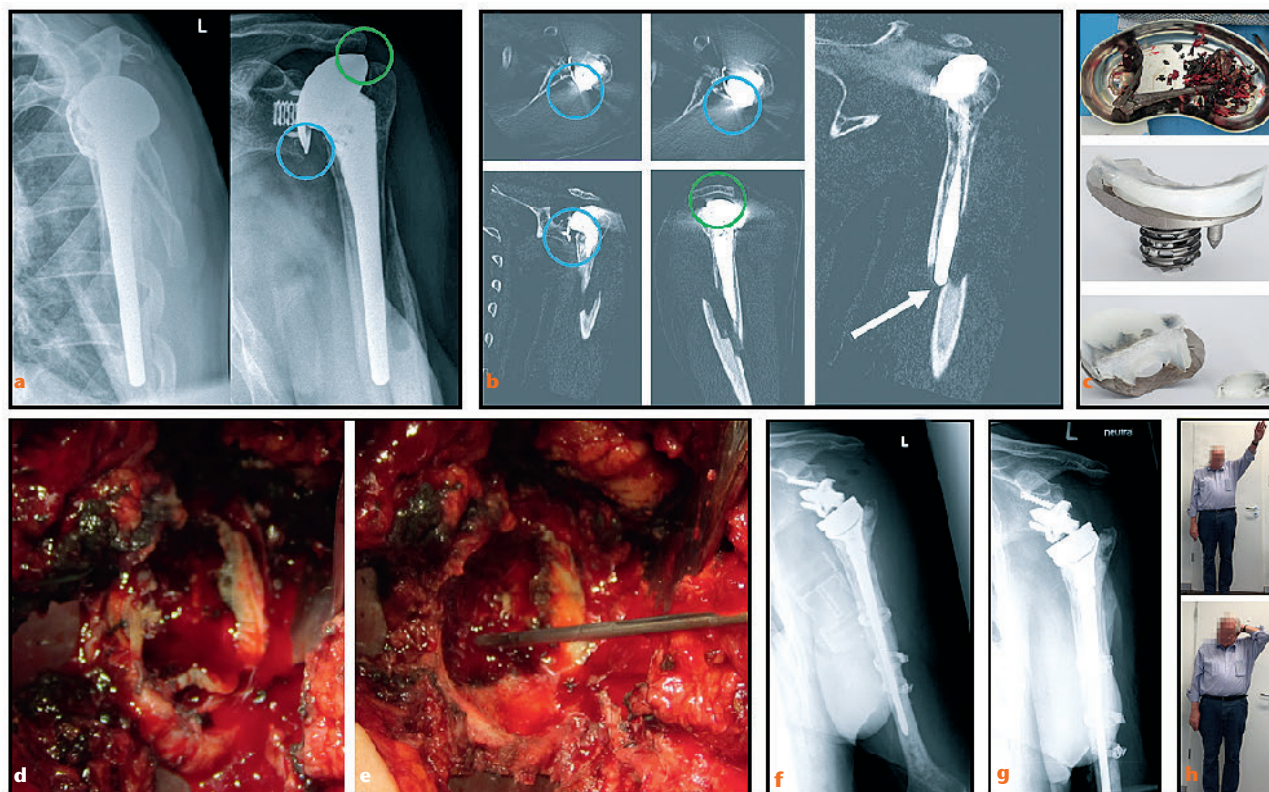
Dies ist der Fall eines 76-jährigen Mannes, der nach einem Sturz auf den linken Arm eine periprothetische Fraktur erlitt (a Röntgen outlet und Axial, b CT axial, sagittal und frontal); 8 Jahre zuvor war bei ihm eine zementierte Schultertotalendoprothese (TSA) mit Metalback-Glenoid implantiert worden. Der Schaft ist gut zementiert und reicht nahezu bis zum Ellenbogengelenk hinab. Abgesehen von der offensichtlichen Frakturproblematik zeigen sich eine kraniale Migration des Humeruskopfes (grüner Kreis in a und b) sowie ein Kontakt zwischen der Metallrückseite und der Humeruskopfkomponente mit Verdacht auf Metallkontakt und Abrieb (blaue Kreise in a und b), was auf ein weiteres schwerwiegendes Problem – eine Rotatorenmanschetteninsuffizienz sowie Verschleiß – hindeutet. Intraoperativ zeigte sich eine massive Metallose (c), verursacht durch übermäßigen Verschleiß des Inlays sowie eine daraus resultierende Lockerung des Glenoids mit partieller Beschädigung des PE-Liners als auch des Metalbacks (c) und Knochenerosion (d). Intraoperativ schwerer Glenoiddefekt (d), in den sich aber ein zentraler Zapfen verankern lässt mit Knochenaufbau mit autologem Beckenkammknochen und keramischen Knochenersatz gemischt. Es wurde ein langer Revisionsschaft implantiert, wobei eine Teilzementierung im proximalen Bereich sowie eine Cerclage-Osteosynthese erfolgten (e). Der Glenoiddefekt wurde mittels autologem Knochenmaterial aus dem Humerus aufgefüllt (Impaktierung), und es wurde eine Konversion zu einer inversen Schulterprothese (RTSA) durchgeführt (e). 14 Jahre post revisionem stabile inverse STEP ohne Lockerungszeichen (f) und gute klinische Funktion ohne Schmerzen (g).
